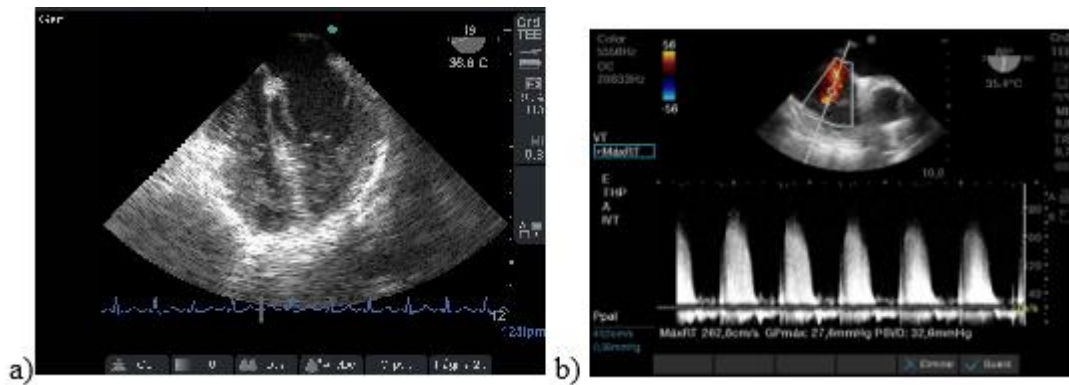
Paciente 4. a) imagen de 4 cámaras ventrículo derecho dilatado que comparte la punta del corazón con el VI. b) Hipertensión pulmonar medida con doppler continuo en la imagen bicava modificada: Presión sistólica de VD 32.6+Presión de aurícula derecha 15: 47.6mmHg presión sistólica.
